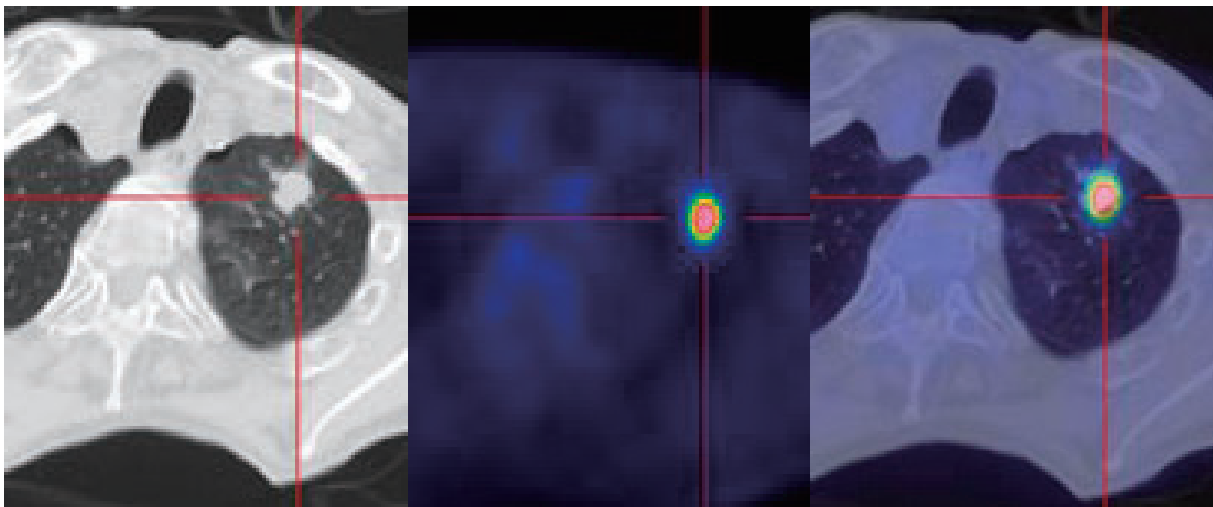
PET shows a mass with FDG accumulation ($SUV_{max}=9.3$) in the left upper lobe, as Figure 2 indicates.
